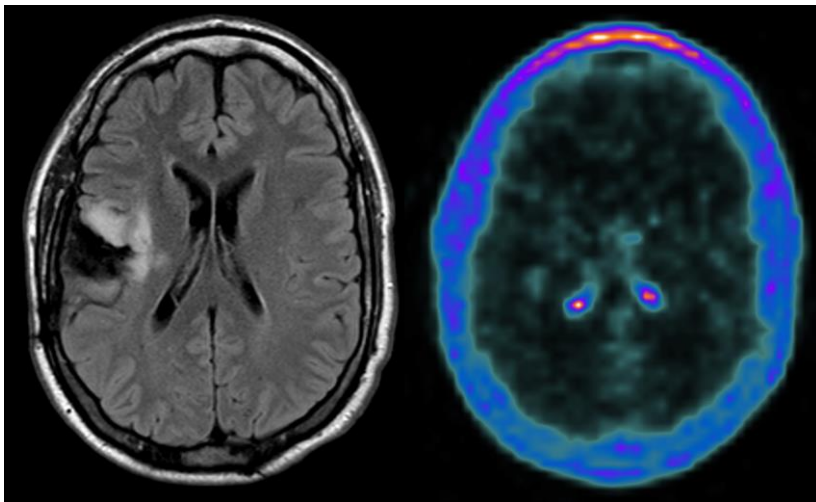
Paciente #33 RM-T2FLAIR y PET-FCH
